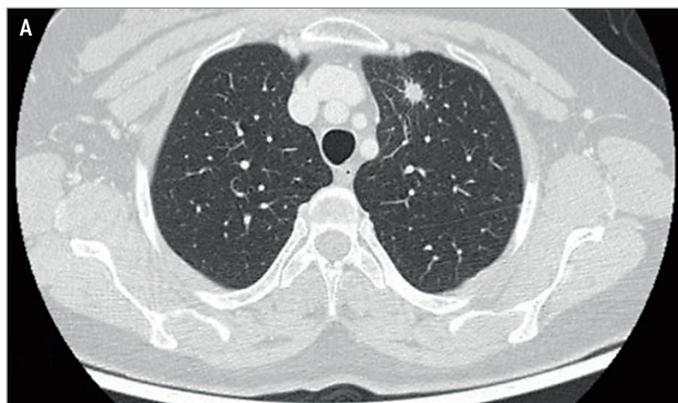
Солитарный метастаз рака молочной железы в S3 верхней доли левого легкого: А – компьютерная томография; Б – позитронно-эмиссионная томография
